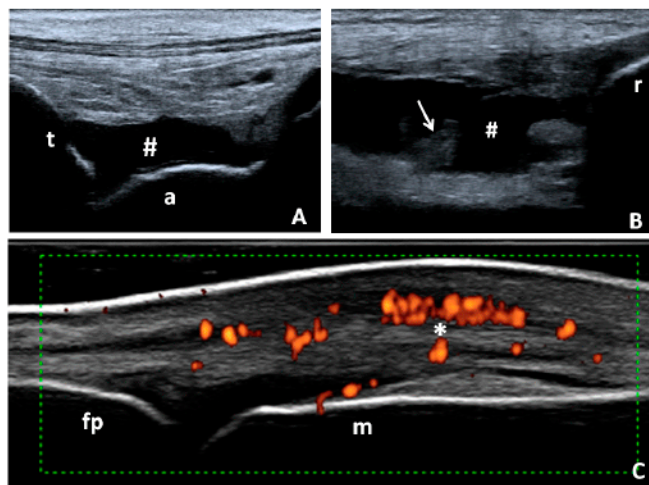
A. Tobillo. Corte longitudinal anterior. Obsérvese la distensión de la cápsula articular con contenido predominantemente anecogénico por la presencia de líquido sinovial (#) a nivel de la articulación tibio-astragalina. B. Rodilla. Corte longitudinal anterior suprarrotuliano. Nótese la presencia de derrame articular en el receso articular suprarrotuliano con contenido predominante de líquido sinovial (#) y áreas de mayor ecoogenicidad (flecha) por la presencia de proliferación sinovial. C. Articulación metacarpofalángica. Corte longitudinal dorsal. Nótese la presencia de sinovitis con aumento de la vascularización por la presencia de señal Doppler que se localiza predominantemente rodeando al tendón extensor (*). t: tibia; a: astrágalo; r: rotula; fp: falange proximal; m: metacarpiano.
